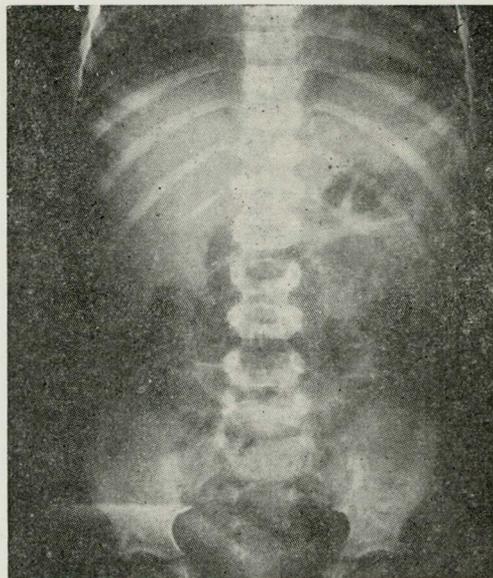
Radiografia de um caso de neuroblastoma da suprenal, mostrando as calcificações do tumor
